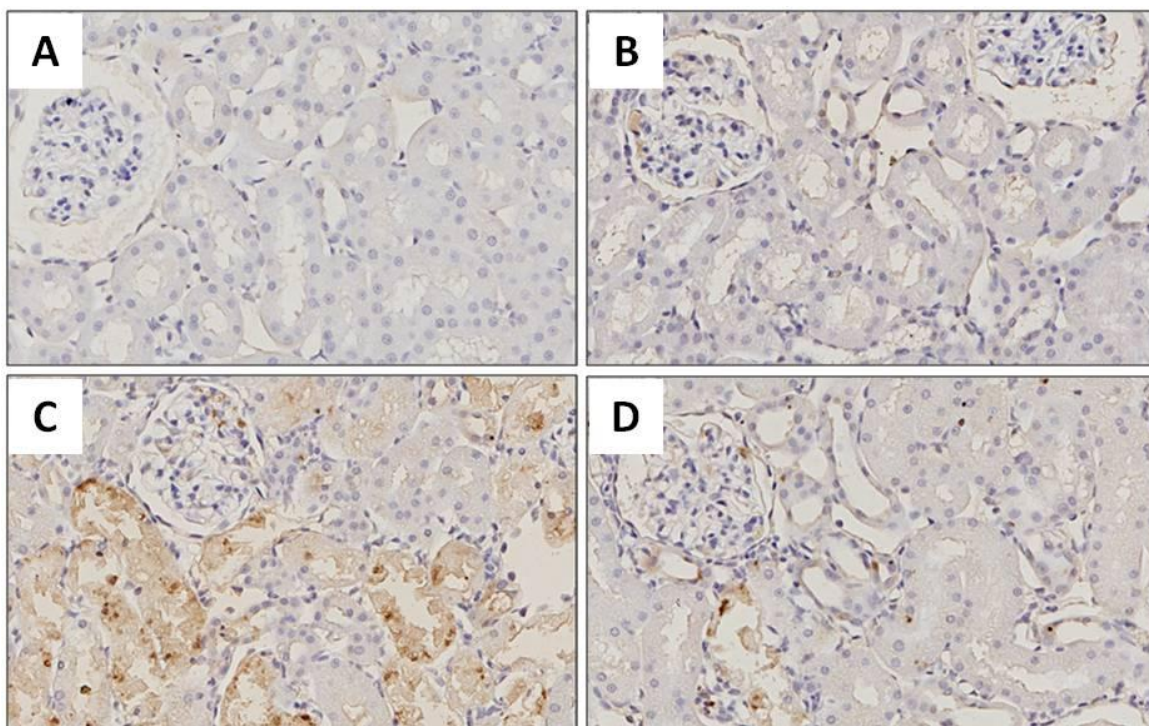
Detección de apoptosis por TUNEL. Las secciones de corteza renal de las ratas tratadas con GM muestran núcleos intensamente teñidos, indicando células tubulares en apoptosis temprana (C). Se ven varios núcleos positivos a TUNEL en los glomérulos (C). La tinción más débil representa células en fases más tardías de la apoptosis. La apoptosis fue atenuada significativamente en el grupo SFN+GM (D). Las secciones renales de los grupos CT (A) y SFN (B) muestran tinción basal (40X).
